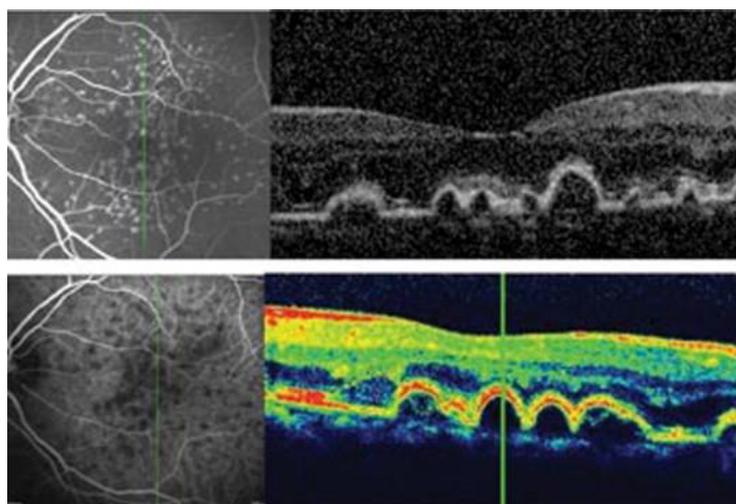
Tomographie en cohérence optique [45]
